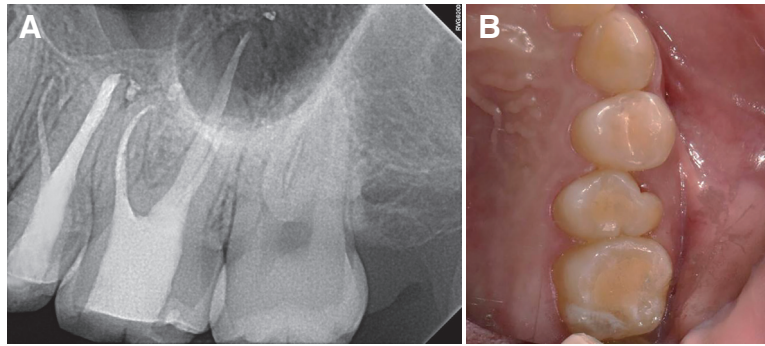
Follow up. (A) 9 months follow up radiograph, (B) 9 months follow up photograph.
